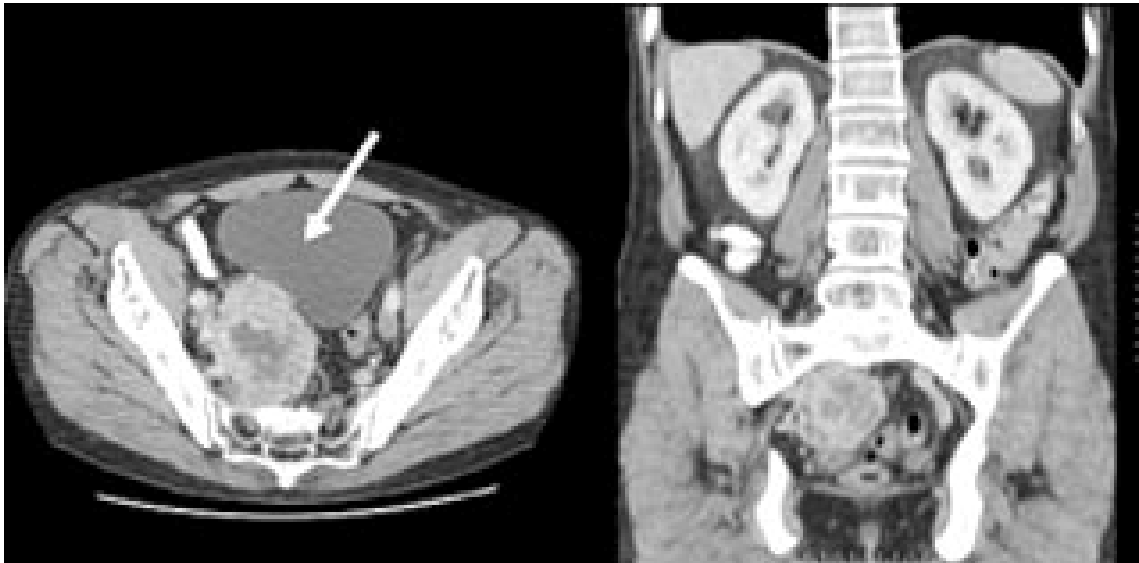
TC que muestra un paraganglioma.
